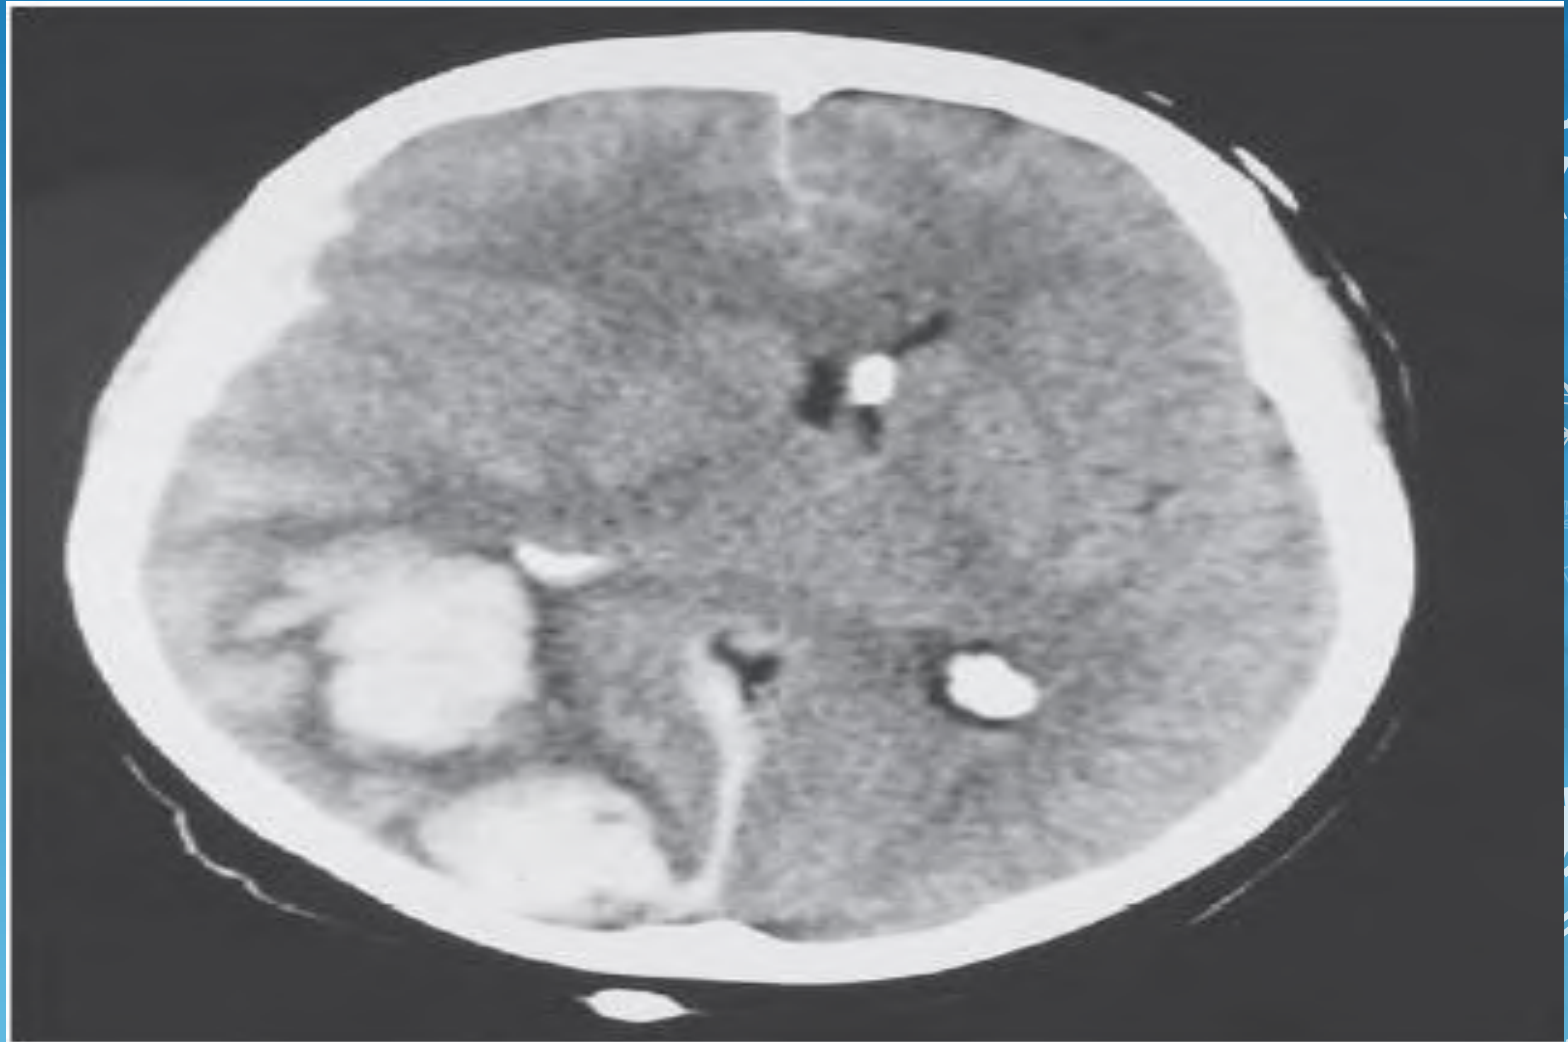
Cerebral contusion. (A) CT right frontal lobe contusion (large arrow) with surrounding edema (small arrow). (B) Axial CT scan showing a left temporal lobe contusion (arrow) with surrounding edema. (C) Axial CT scan with large left hemispheric contusion (large arrow) and surrounding edema (small arrow).
